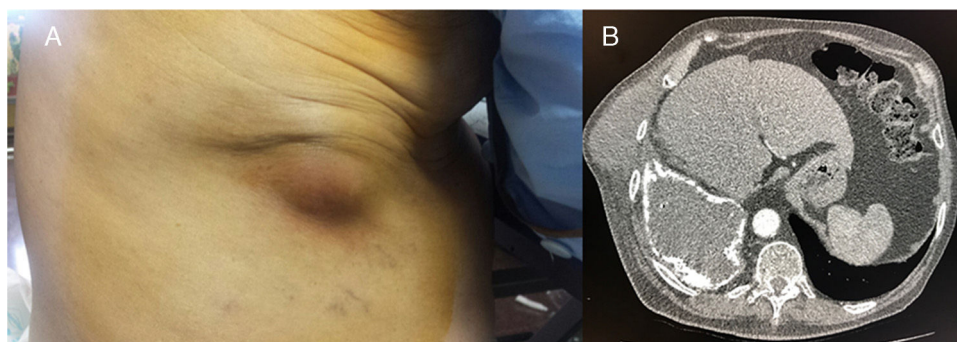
A) Tumoración dolorosa en pared torácica. B) Tomografía axial computarizada que muestra colección pleural con superficie calcificada con zona de rotura y trayecto fistuloso entre ambas colecciones.
